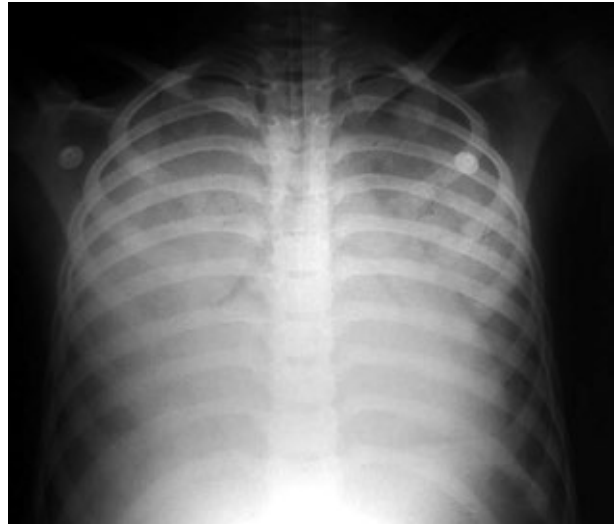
Radiografía de tórax del caso 1 a las 3 h del ingreso.
